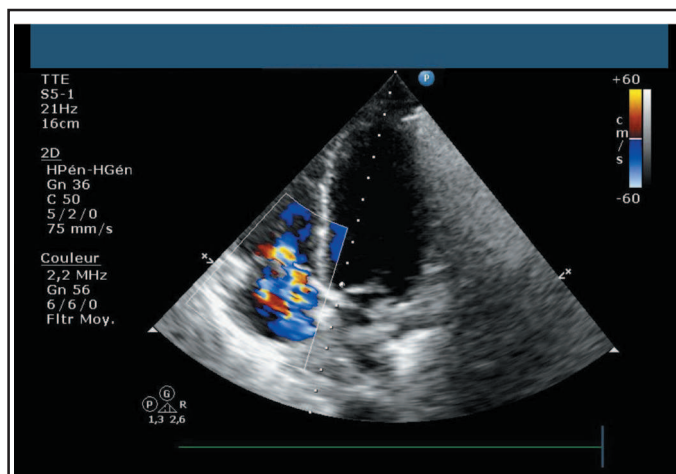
Doppler couleur : insuffisance tricuspide.
